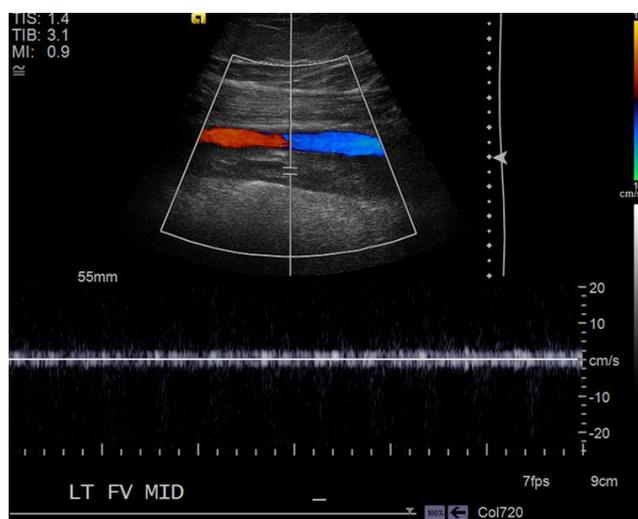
Imágenes por US Doppler de la vena femoral izquierda
